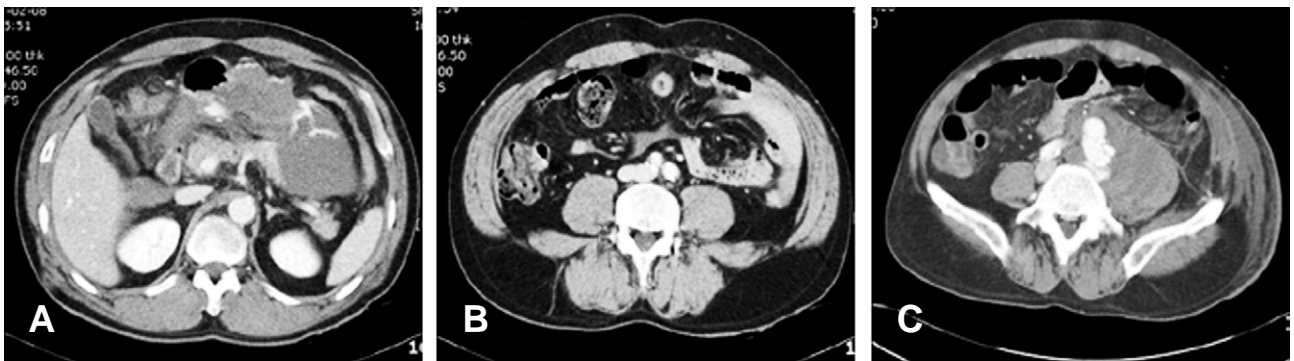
51 year-old man with small bowel perforation and mesenteric laceration (A) Initial abdominal computed tomography shows large hematoma around stomach and pancreas suggesting mesenteric laceration. (B) On the initial computed tomography, both common iliac arteries were grossly intact. (C) Follow up abdominal computed tomography 19 months after trauma shows pseudoaneurysm with arteriovenous fistula of left common iliac artery and psoas abscess(arrow).
